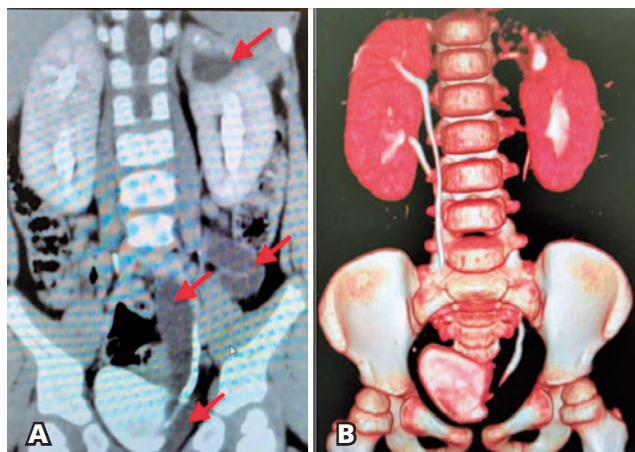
A) Tomografia Abdominal Coronal demonstrando a unidade superior do rim esquerdo e o respectivo ureter dilatado até a sua inserção na bexiga (Setas). B) Reconstrução 3D de Tomografia Abdominal demonstrando a presença de duplicação bilateral e afilamento cortical a esquerda.
